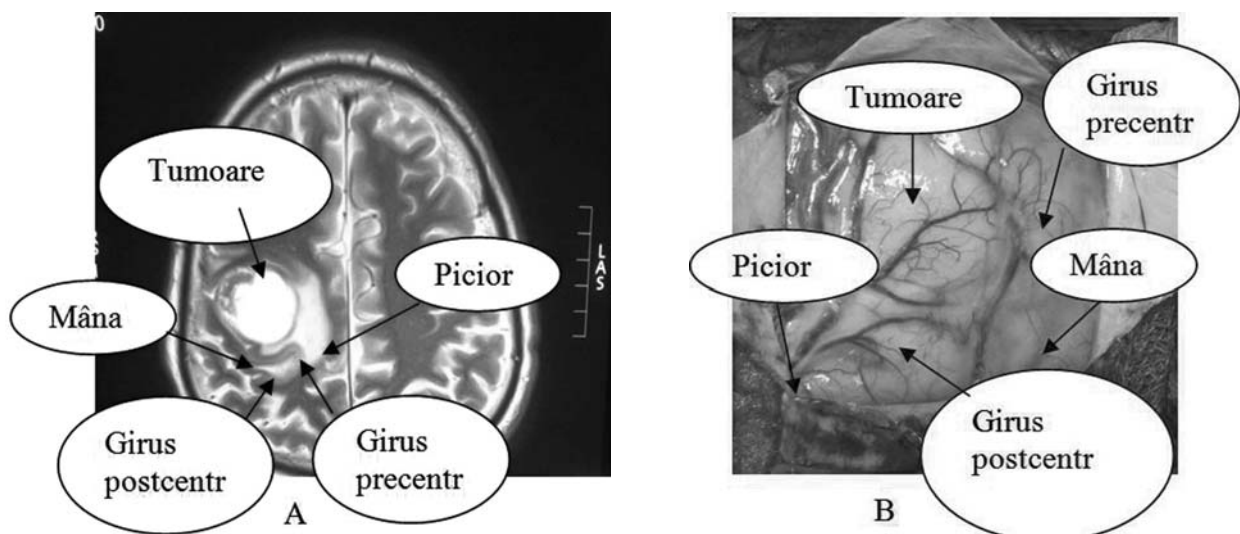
(A): Cartografierea pe imaginea IRM a zonelor motorii ale mâinii și piciorului drept și a girusului pre- și post-central. (B): Imaginea primară intraoperatorie a girusului pre- și postcentral, ce corespunde imaginii IRM preoperator care este inversă. Cu săgeată sunt indicate zonele motorii presupusă preoperator pe imaginea IRM - A, și intraoperator pe imaginea - B
